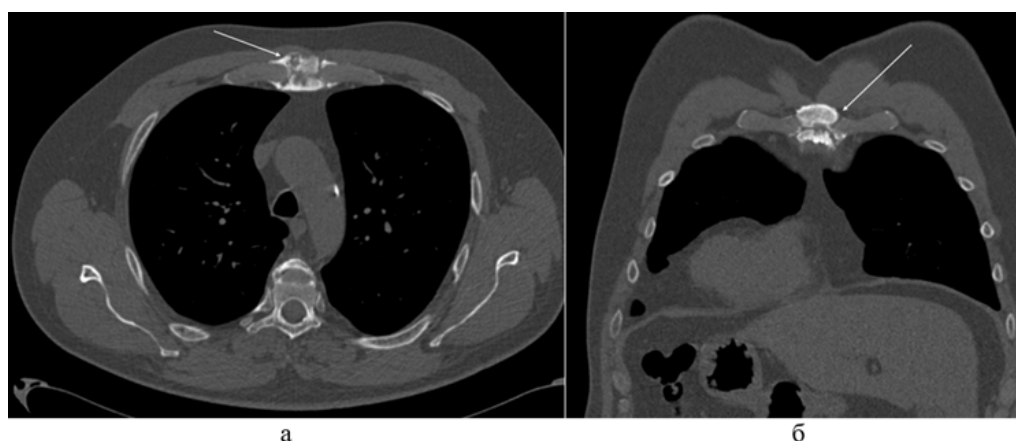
МСКТ ОГП, аксиальный срез (а), коронарный срез (б), признаки артрита симфиза рукоятки грудины.
